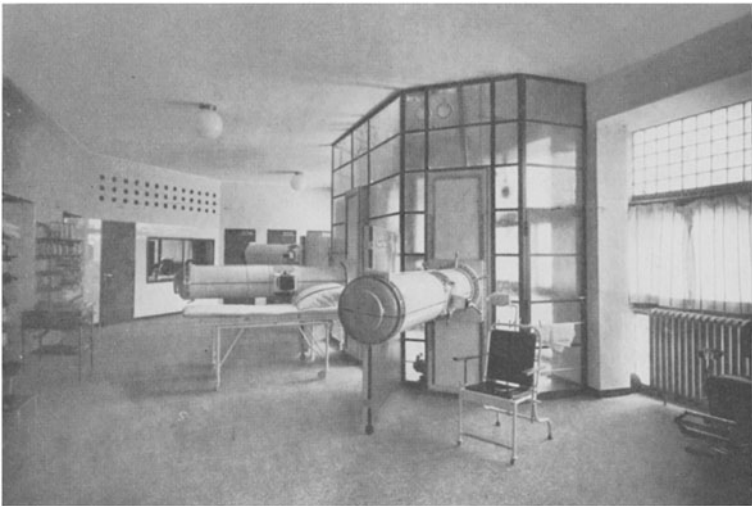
Bestrahlungsraum*, getrennt vom Schaltraum und Maschinenraum in der Tiefentherapieabteilung des Röntgeninstitutes Sachsenhausen.
